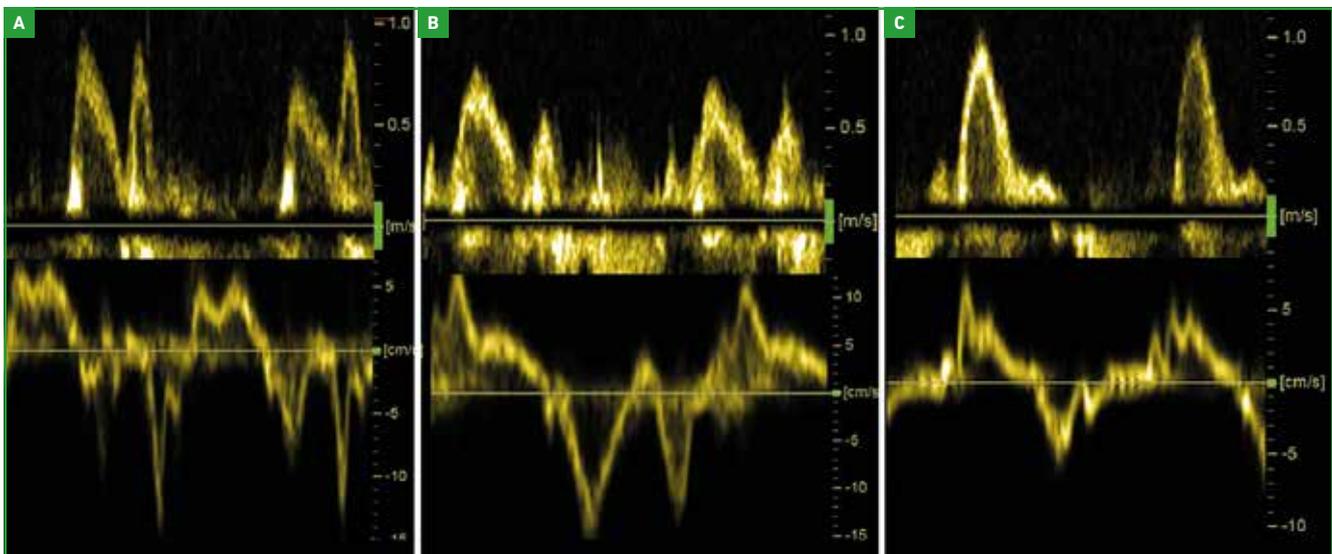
Étude de la diastole par Doppler. A : profil mitral de type 1, onde E = 75 cm/s, onde e' = 6 cm/s, rapport E/e' = 12 ; B : profil mitral de type 2, onde E = 75 cm/s, onde e' = 15 cm/s, rapport E/e' = 5 ; C : profil mitral de type 3, onde E = 100 cm/s, onde e' = 5 cm/s, rapport E/e' = 20.
